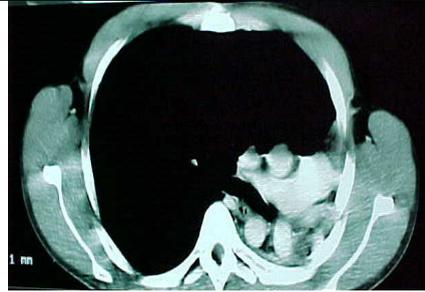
Tomografia computadorizada de tórax demonstrando coração e vasos da base em hemitórax esquerdo.
